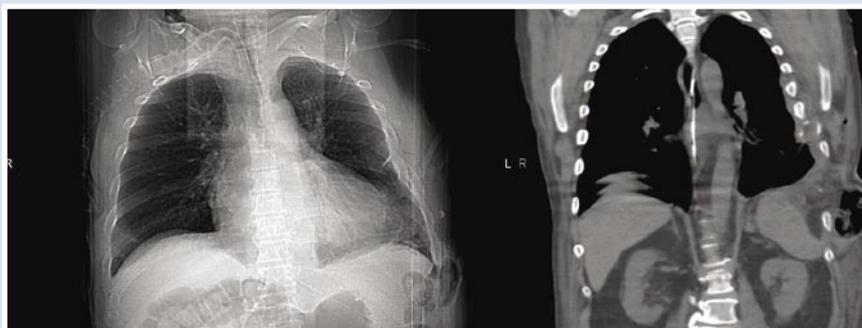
МСКТ органов грудной клетки больного 59 лет после операции пластики левого купола диафрагмы
